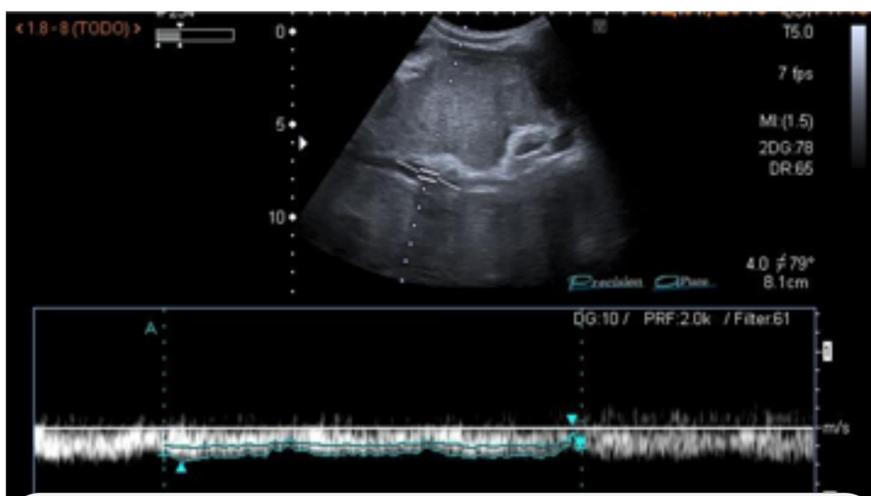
Estudio Doppler espectral. Vena porta con flujo hepatofugo.
